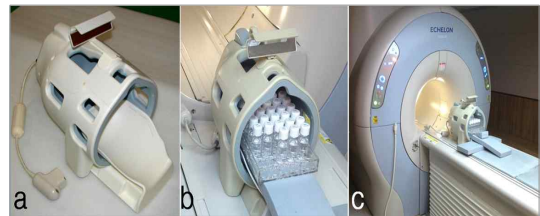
Head 코일(a,b) 및 MRI 장비(c)
